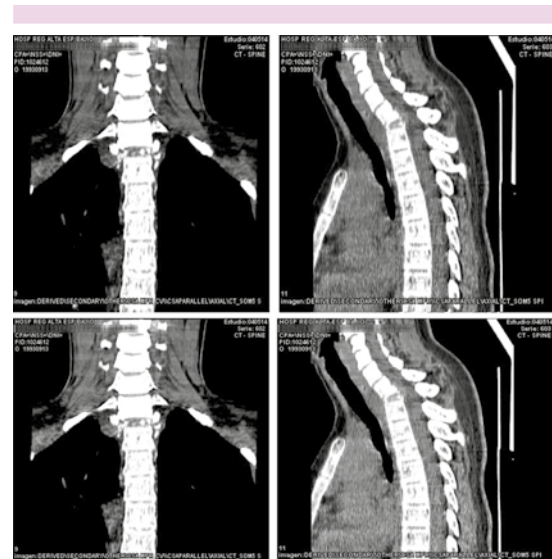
Izquierda: tomografía, corte coronal de columna cervicotorácica: destrucción vertebral a nivel T1, T2 y disminución de la altura intersomática. Derecha: tomografía, corte sagital de columna cervicotorácica: destrucción vertebral en T1-T2, pérdida de la lordosis fisiológica cervical.
